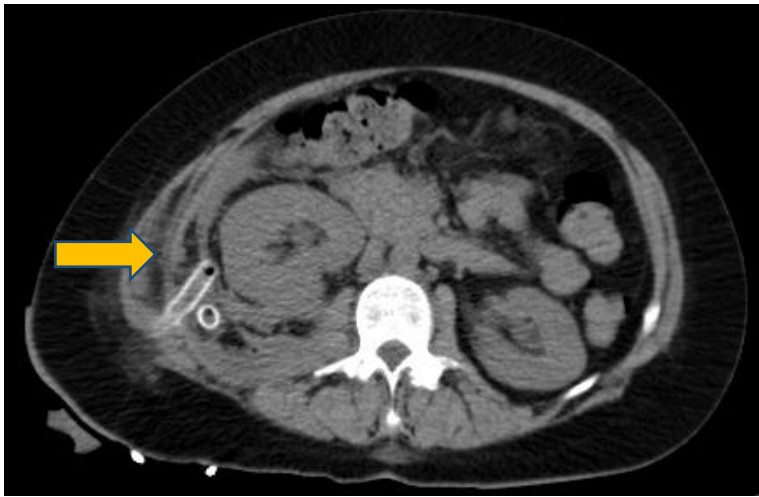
TC abdomen corte transversal. Se muestra el extremo distal del drenaje que se dejó sobre la fascia renal derecha.
